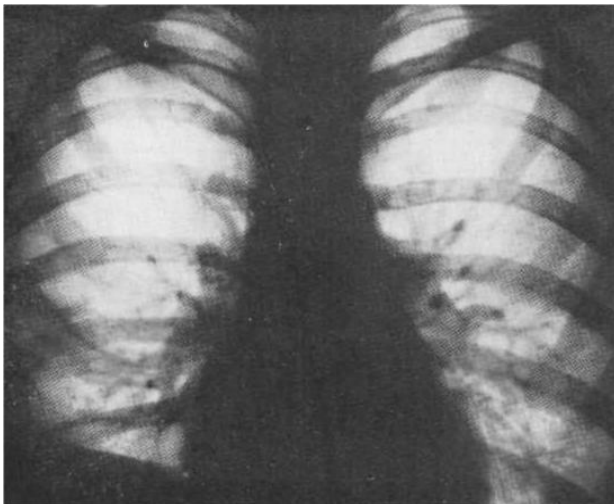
Оглядова рентгенограма. Лейоміоматоз.
